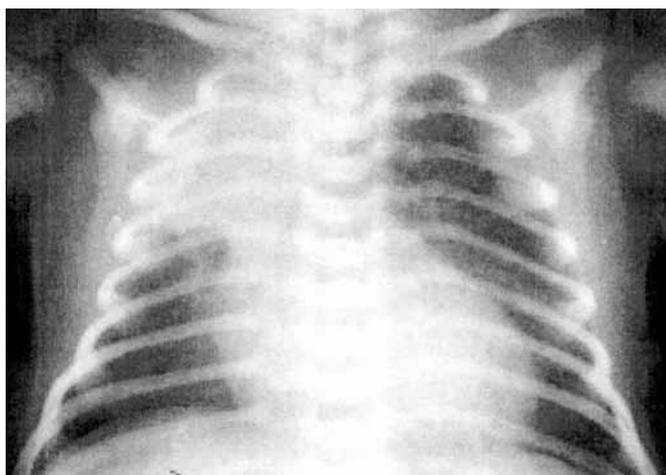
Хворий Х., 6 діб. Рентгенологічні ознаки сегментарної пневмонії в верхній частці справа
